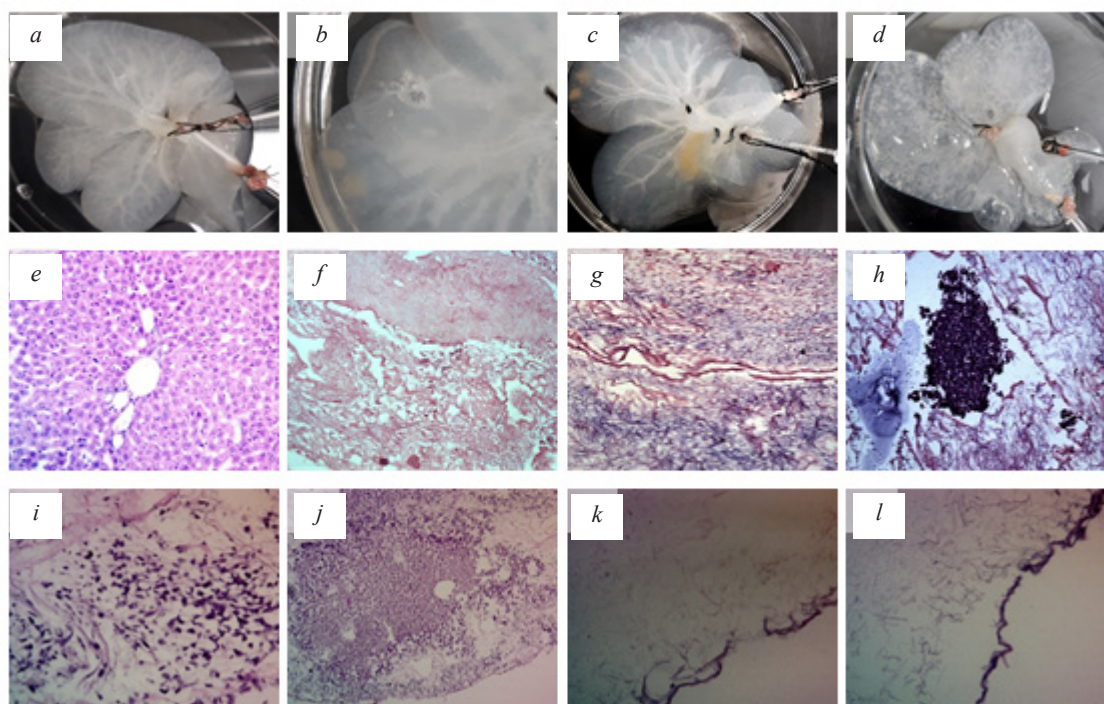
Проблемы, возникающие на этапах подключения к перистальтической системе и перфузии: *a* – децеллюляризованная печень; *b* – образование полости; *c* – очаги клеток; *d* – диффузно распространенное скопление воздуха; *e* – интактная печень, окраска гематоксилином эозином, ув.  $\times 100$ ; *f* – децеллюляризованная печень, окраска гематоксилином эозином, ув.  $\times 100$ ; *g* – децеллюляризованная печень, окраска по Ван-Гизону, ув.  $\times 100$ ; *h* – скопление клеточного дебриса в полости сосуда, окраска по Ван-Гизону, ув.  $\times 400$ ; *i* – скопление клеточных ядер на периферии органа, окраска гематоксилином эозином, ув.  $\times 400$ ; *j* – очаг не полной децеллюляризации, окраска гематоксилином эозином, ув.  $\times 10$ ; *k* – микроразрыв капсулы Глиссона, окраска гематоксилином эозином, ув.  $\times 100$ ; *l* – отслоение капсулы Глиссона, окраска гематоксилином эозином, ув.  $\times 100$
